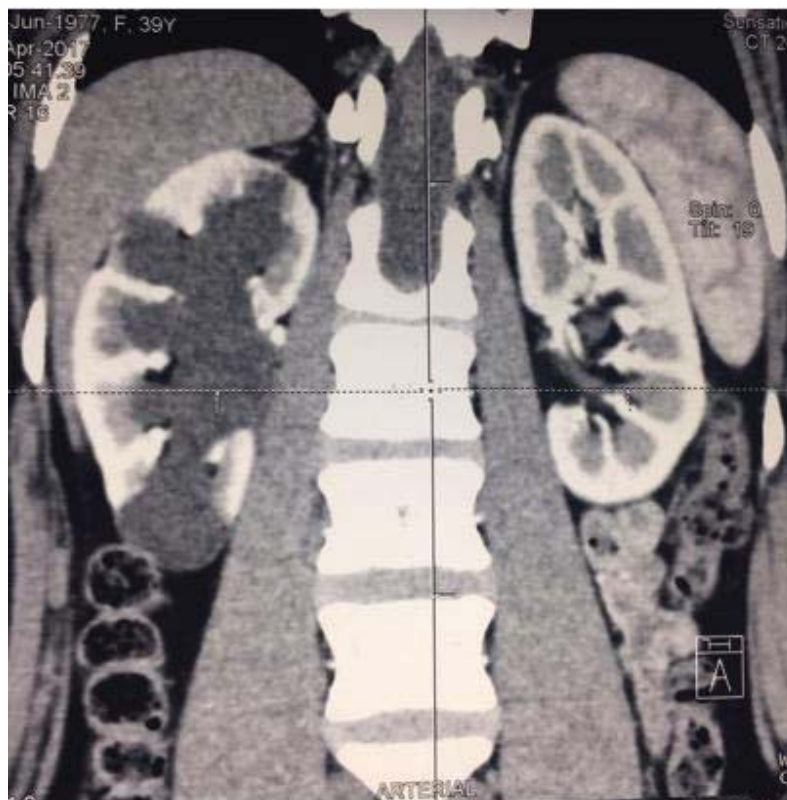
СКТ больного 39 лет. Полостная система правой почки расширена, паренхима над нижней чашкой истончена
